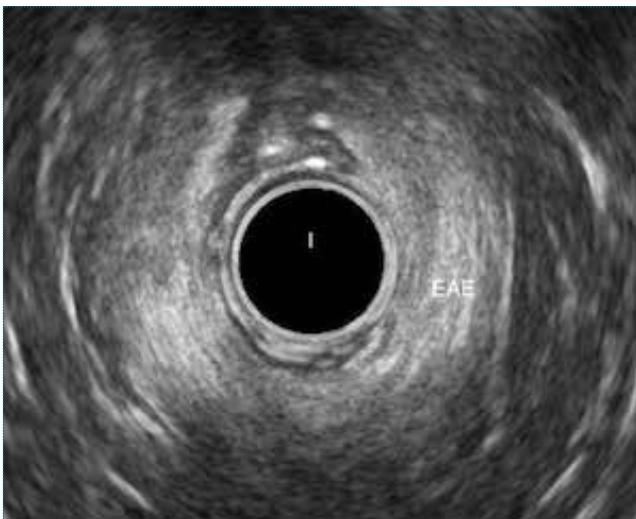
Ecografia endoanal com imagem do canal anal inferior com o esfíncter anal externo (EAE).
